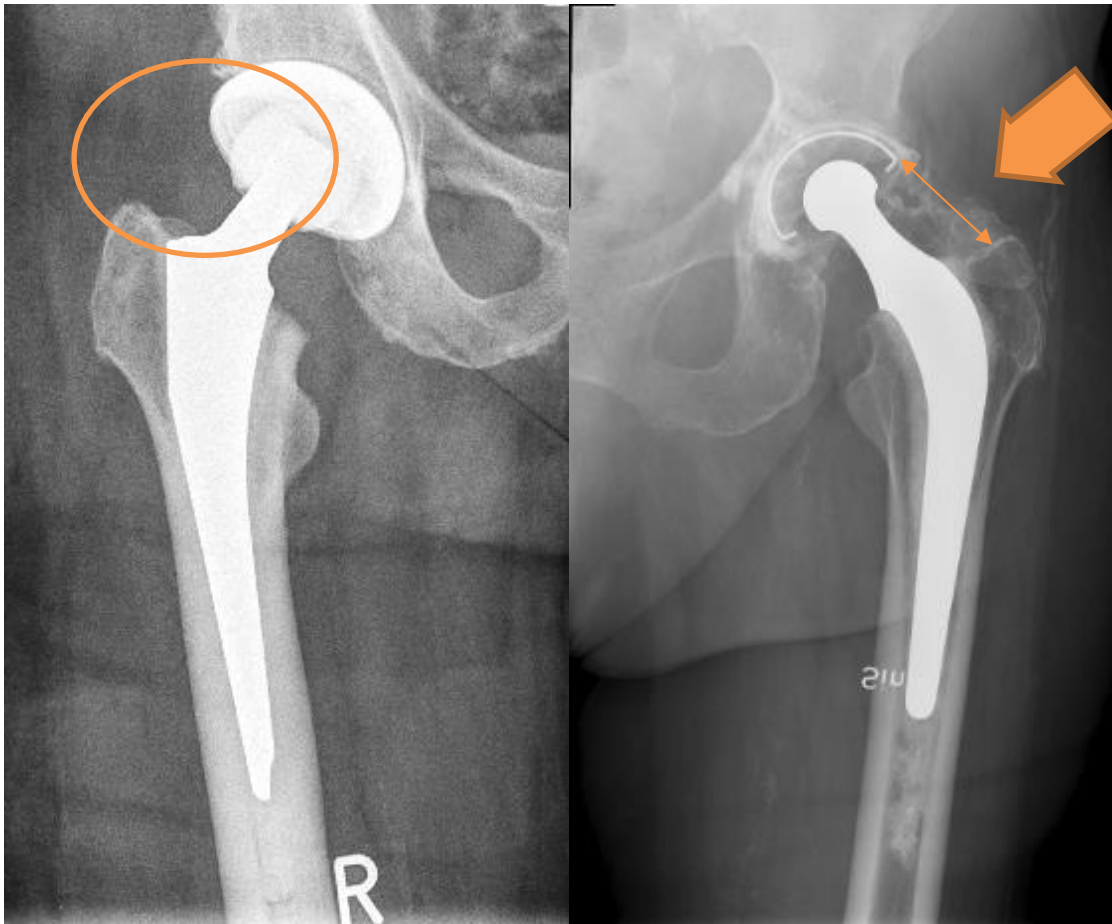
Links im Bild zeigt sich ein Röntgenbild einer HTEP ohne Weichteilverknöcherungen und in der rechten Bildhälfte ein Röntgenbild eines anderen Patienten, diesmal mit heterotopen Ossifikationen
